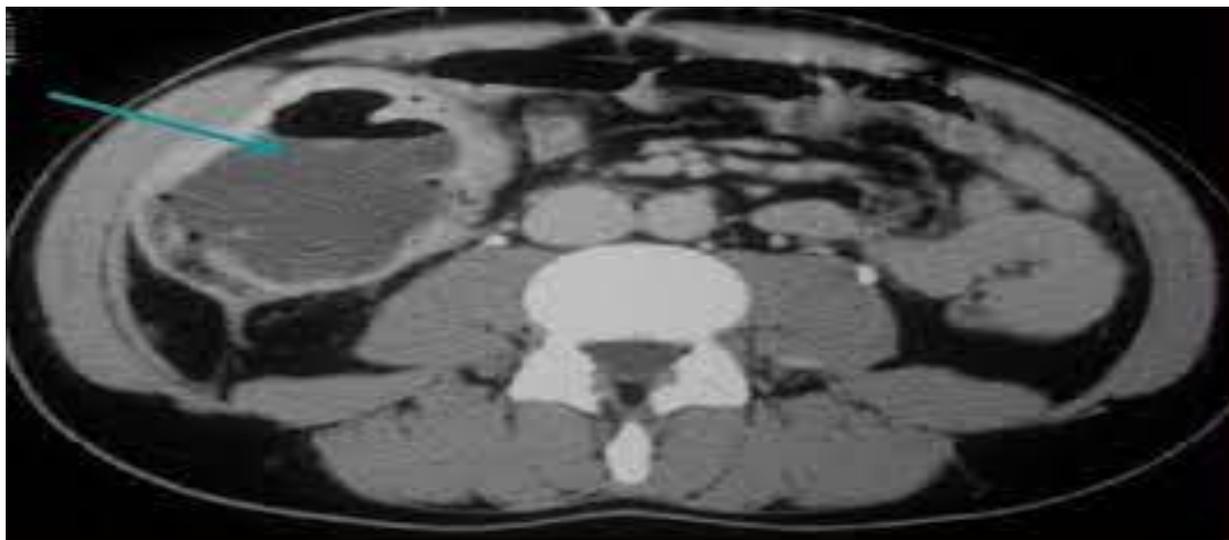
Cliché de TDM abdominale montrant une collection hypo dense à paroi épaisse prenant le contraste en faveur d'une péritonite appendiculaire
